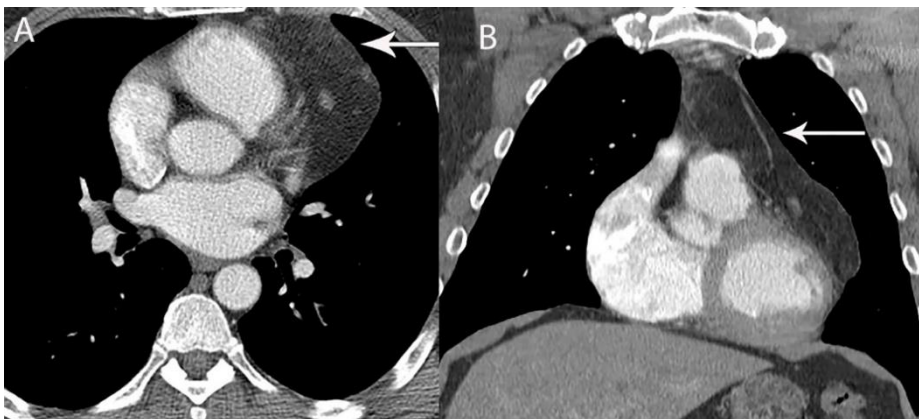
Postkontrastni CT: hiperplazija timusa. Lobularna masa u predjelu timusa građena od mekog tkiva. Preuzeto iz: Carter i sur. (2017) (4)
